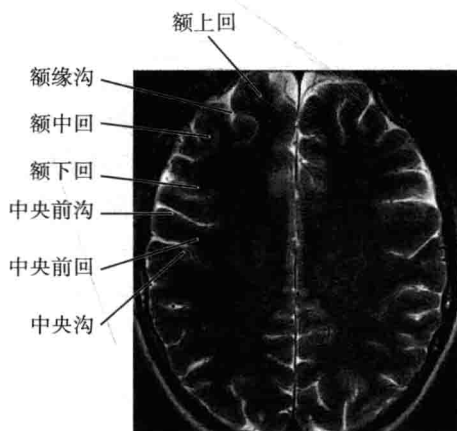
额叶在 MRI 轴位上的解剖结构
